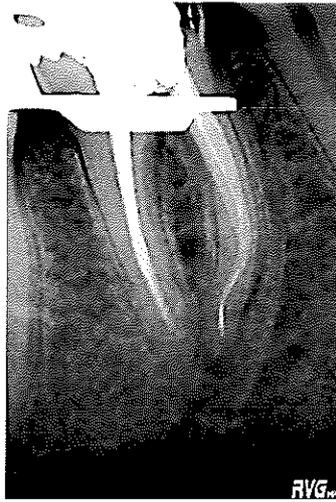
radiographie d'une dent n°46 présentant une fracture instrumentale instrument SI Protaper dans le canal mésio-lingual.
